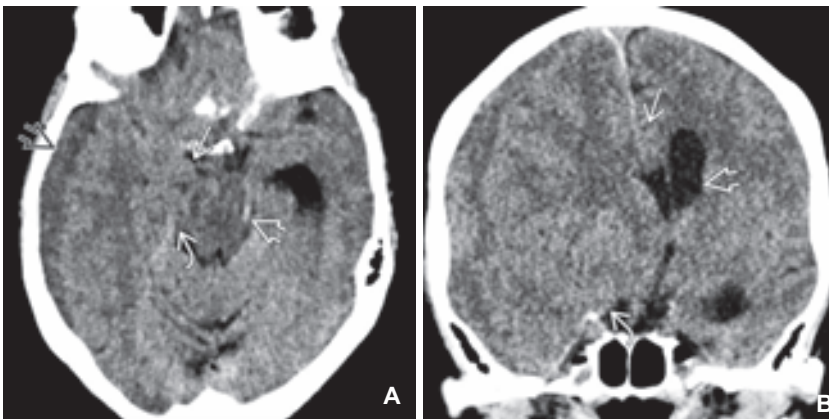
A) Die axiale Nativ-CT zeigt ein subakutes Subduralhämatom (offener schwarzer Pfeil) mit DTH von Uncus (gerader Pfeil) und Hippocampus (gebogener Pfeil). Das Mittelhirn wird gegen die gegenüberliegende Kante des Tentoriumschlitzes gepresst (offener weißer Pfeil).
